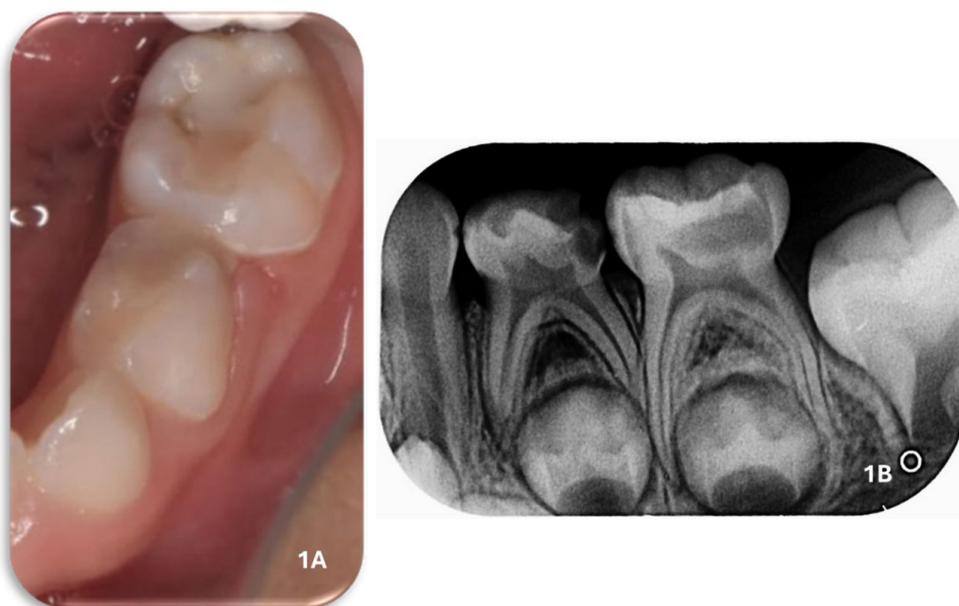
Aspecto clínico de segundo molar inferior izquierdo primario (75) con lesión de caries presenta restauración con resina en mal estado. Figura 1B. Radiografía periapical del segundo molar inferior izquierdo primario.
